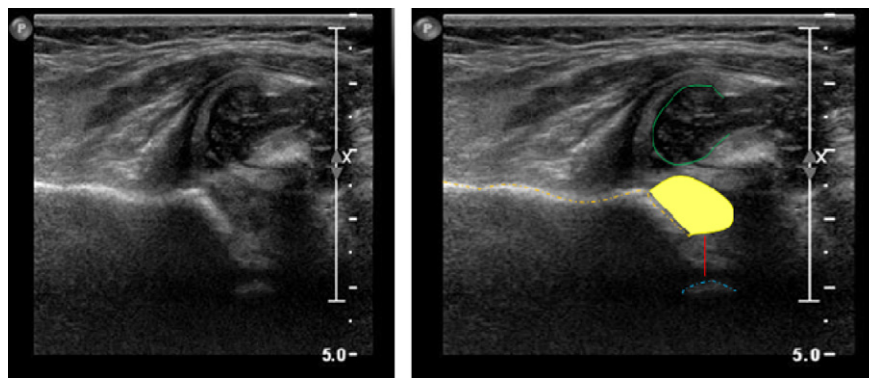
Luxation congénitale de hanche irréductible par hypertrophie de la partie cartilagineuse du toit de l'acétabulum (surligné en jaune sur la reproduction d'une même coupe échographique).
